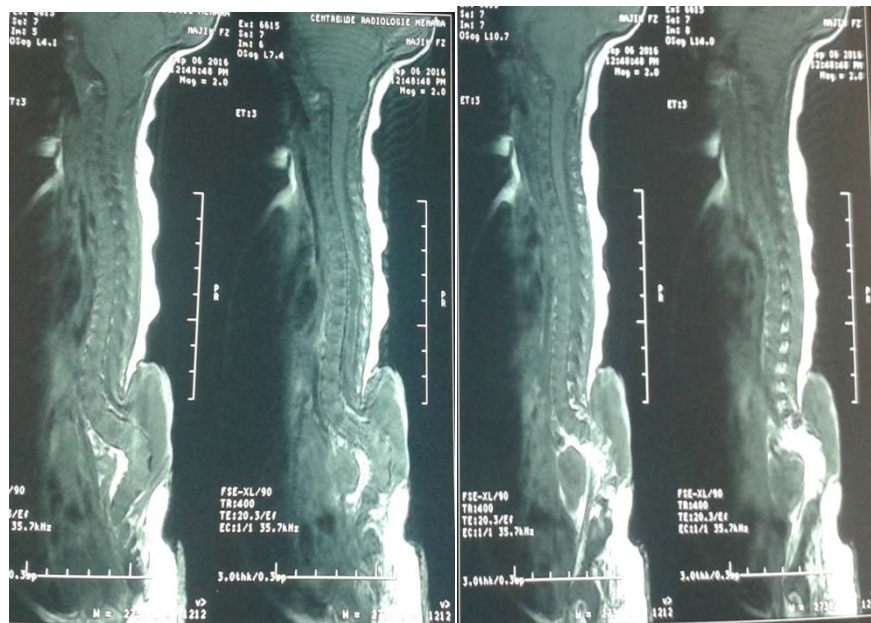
Coupe sagittale en séquence T1 d'une IRM montrant une descente des amygdales cérébelleuses comblant le trou occipital et arrivant en regard du corps de C2, associée à une cavité syringomyélique étendue entre D4 et D11 et myéloméningocèle lombo-sacrée.
